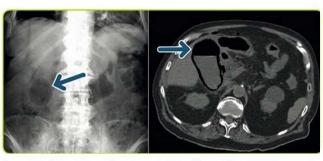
Colecistite enfisematosa. Radiografia semplice dell'addome nella quale si osserva aria dalla morfologia arrotondata (freccia) nella zona teorica della colecisti. La TC conferma la presenza di gas nel lume della colecisti (freccia).
